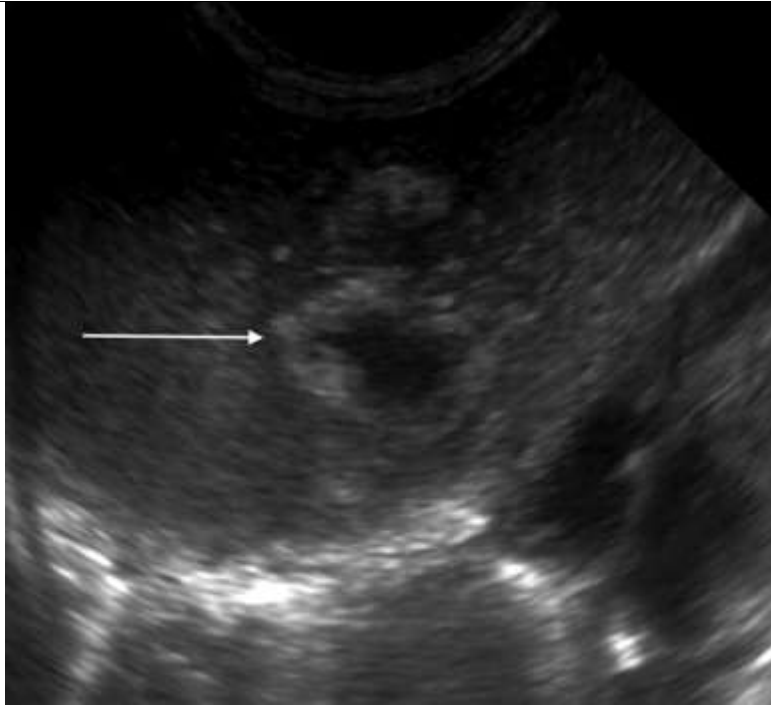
Une échographie montrant un abcès hépatique secondaire à la pose d'un cathéter veineux ombilical [120]
